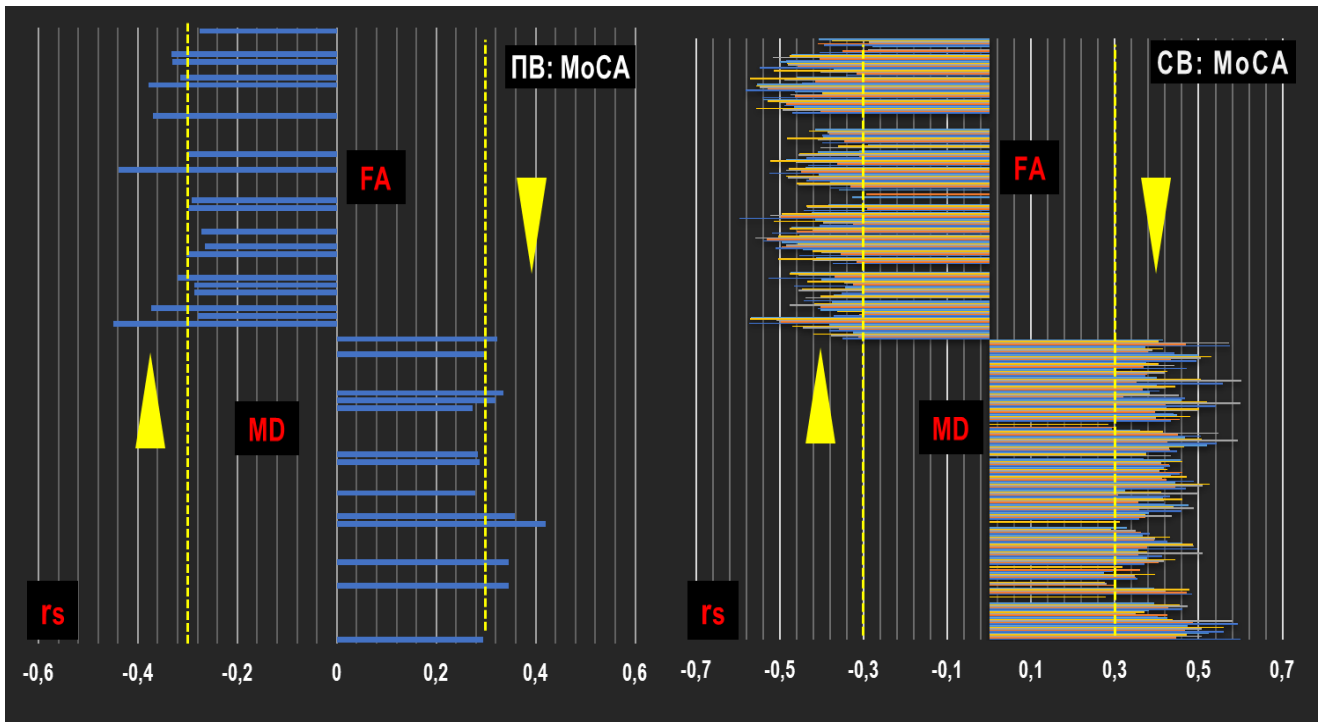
Порівняння числа і рангу кореляційних зв'язків основних пізнавальних доменів МоСА із показниками DTI МРТ у хворих на ЦХМС похилого і середнього віку.
